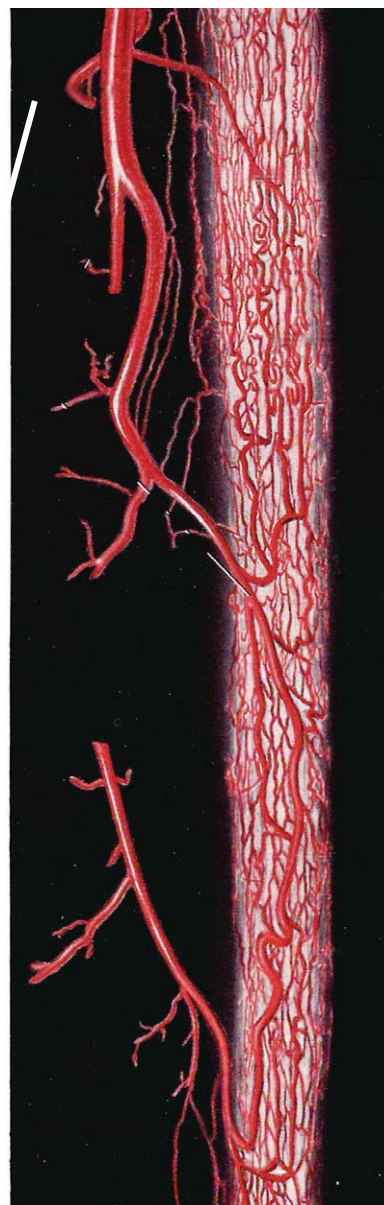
Кровоснабжение седалищного нерва по С.В. Леонову (по рентгенограмме) (1954)
